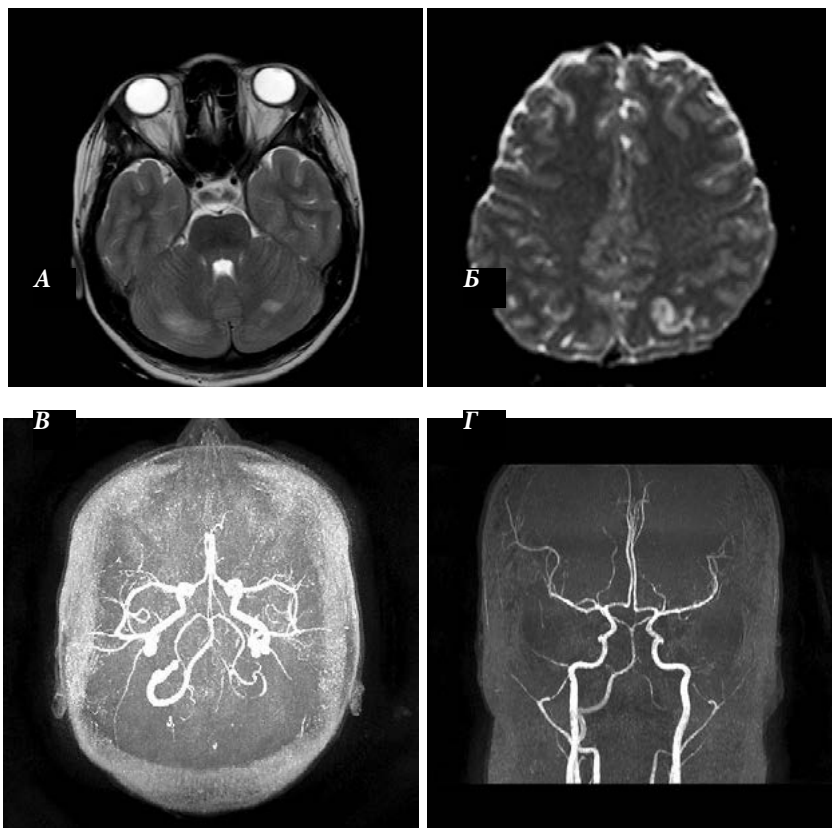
МРТ головного мозга (А, Б), МР –ангиография (В, Г) пациентки 15 лет от 05.06.2020. МР-картина множественных участков структурных изменений в коре больших полушарий и мозжечке ишемического характера различного срока давности. Обеднение сосудистого рисунка дистальных отделов обеих СМА. Гипоплазия задней мозговой артерии слева (А - T2 flair, Б — DWI, В — T2 flair, В и Г — 3D TOF)
